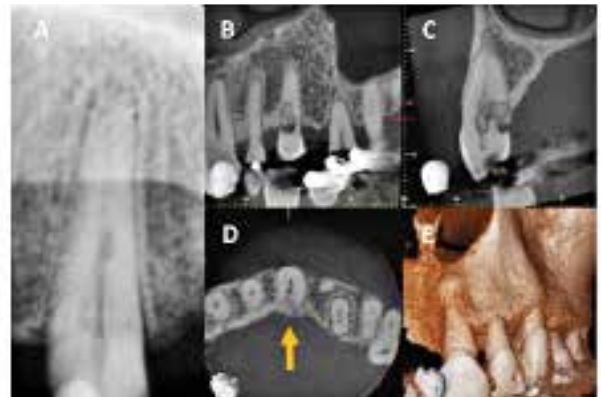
Den intraorale optagelse (A) viser tilsyneladende en begrænset rodresorption på +3 (ekstern infektionsrelateret rodresorption udgående fra sulcus). Snit fra CBCT (B-D) viser, hvor stor defekten er med større brud i overfladen palatinalt. Man kan se knogleindvækst ind i processen (C og D), hvilket kan gøre det vanskeligt at ekstrudere tanden for at kunne behandle resorptionsdefekten. Uden ekstrusion må man fjerne knogle palatinalt for at få adgang til at behandle resorptionsdefekten.
